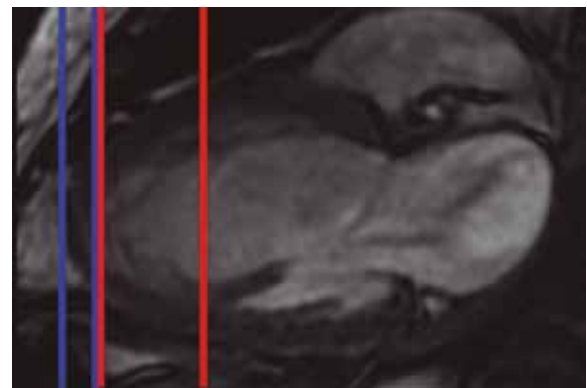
RM en secuencia potenciada en T2. Se visualiza el segmento apical y el ápice verdadero del ventrículo izquierdo (VI) desde el borde inferior de los músculos papilares (MP) hasta el final de la cavidad ventricular.
